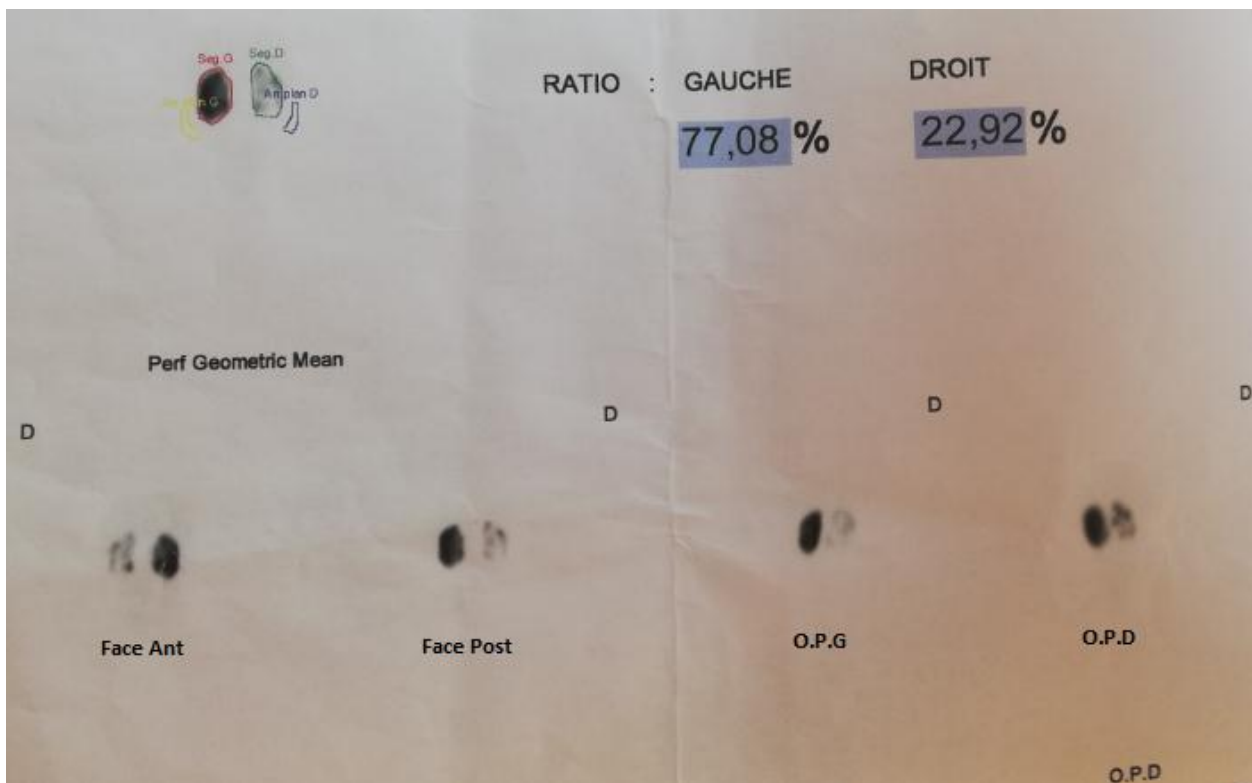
scintigraphie chez le cas N° 4
